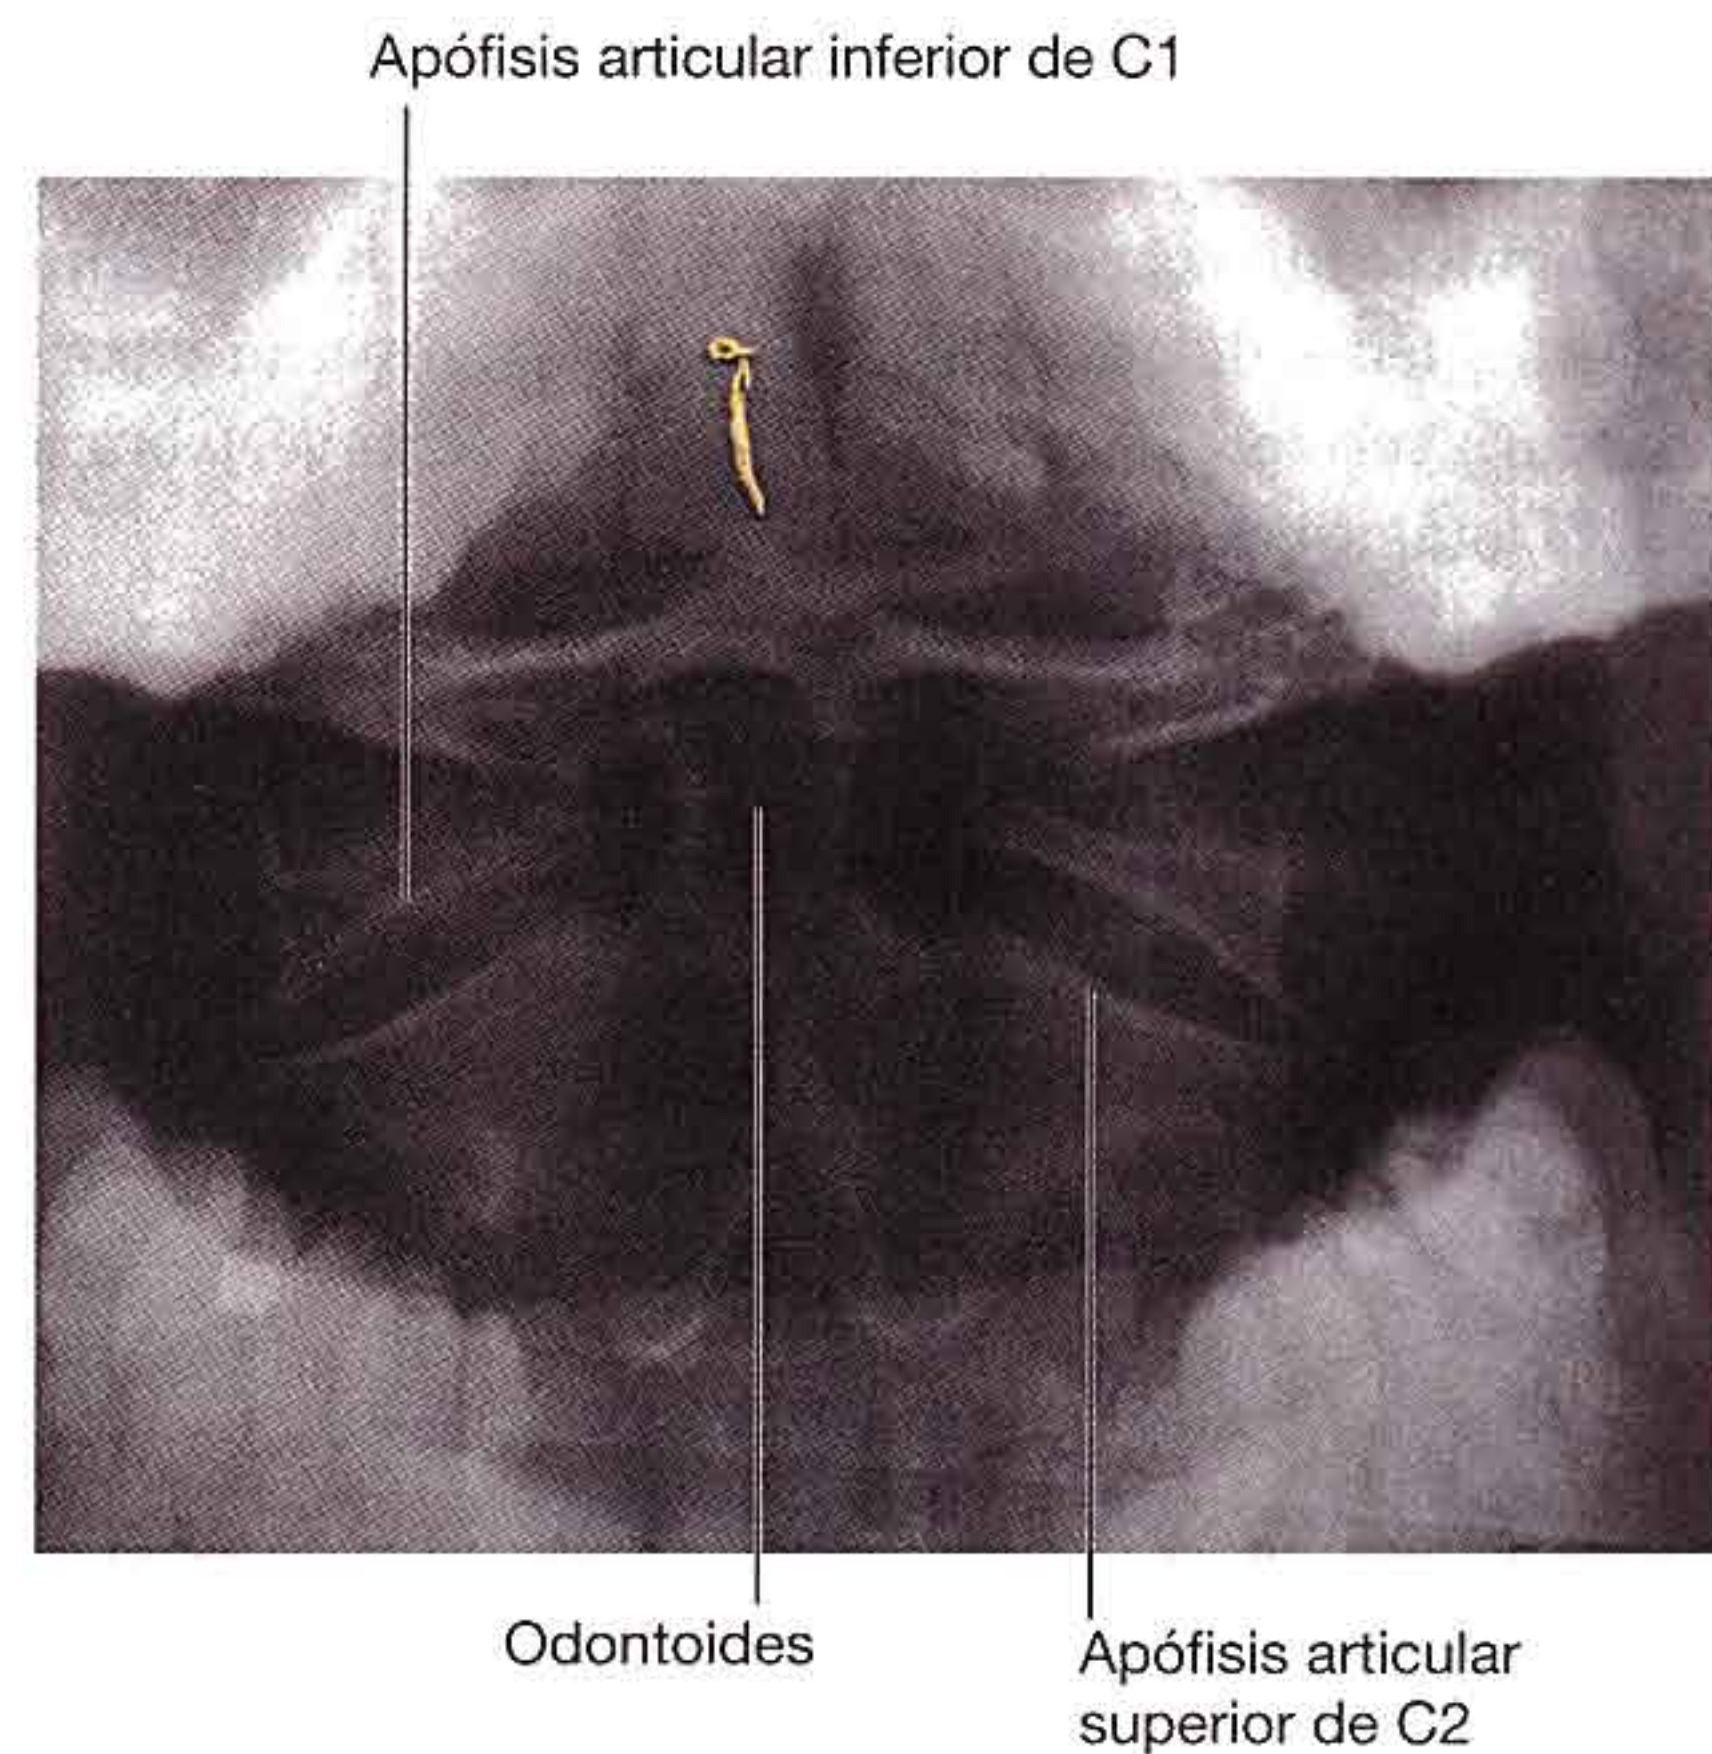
Radiografía que muestra las vértebras C1 (atlas) y C2 (axis) (boca abierta, proyección anteroposterior).
